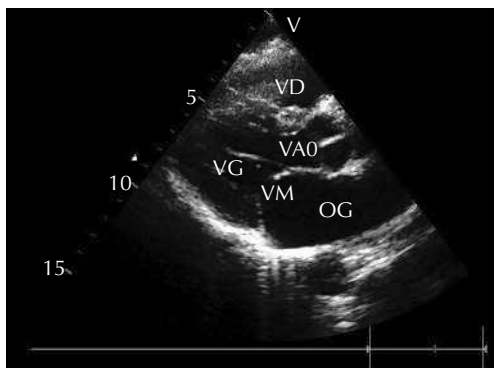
Coupe parasternale grand axe. On distingue de la superficie vers la profondeur, le ventricule droit (VD), la valve aortique (VAo), le ventricule gauche (VG), la valve mitrale (VM), l'oreillette gauche (OG) et l'aorte descendante (AoD).
